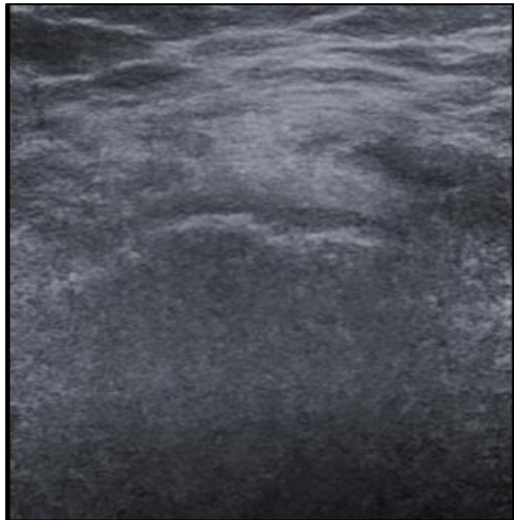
Sonographie eines RM-Defektes
